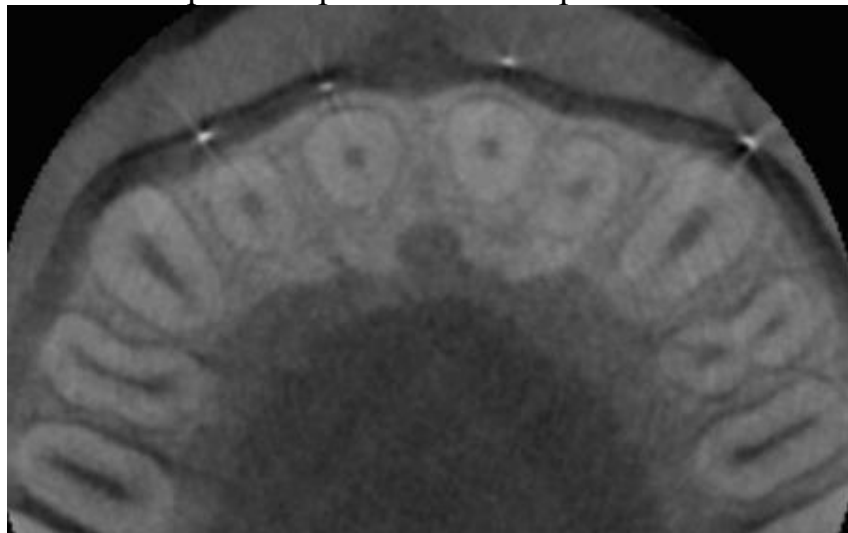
КТ в области фронтальной группы зубов верхней челюсти.
